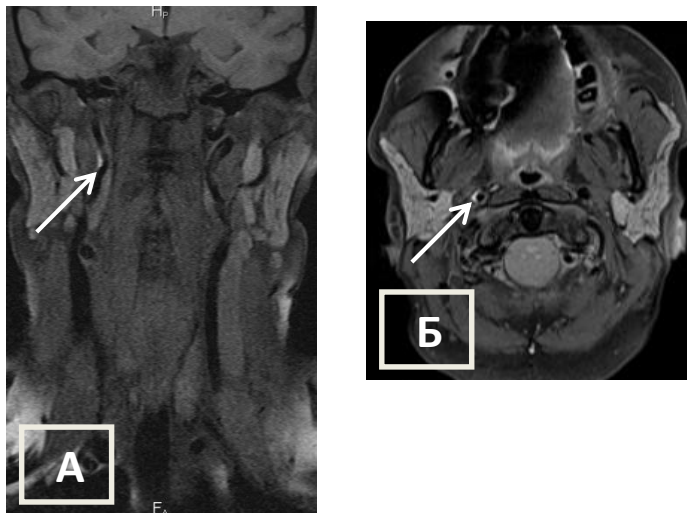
МРТ артерий шеи в режиме T1 fat-sat без контрастного усиления, больной Л., 45 лет с диссекцией правой ВСА (через 3 месяца после первого исследования).
